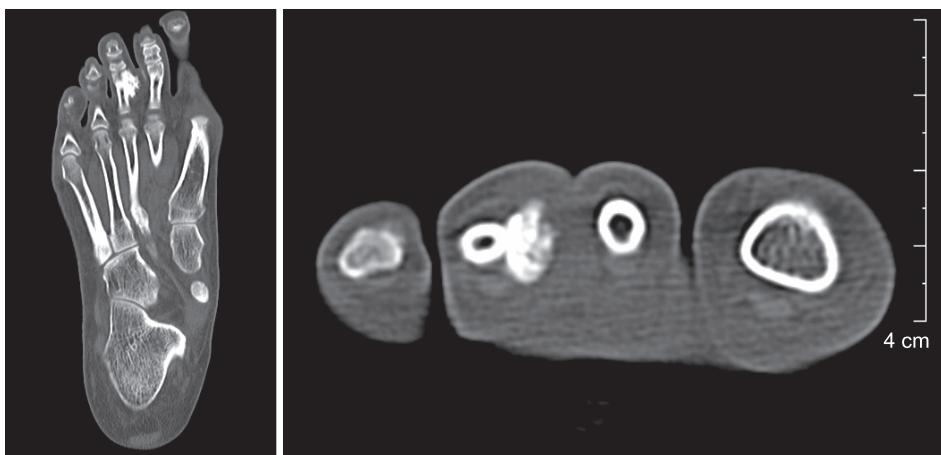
Preoperative computed tomography scans show an irregular and calcified mass of the proximal phalanx.
